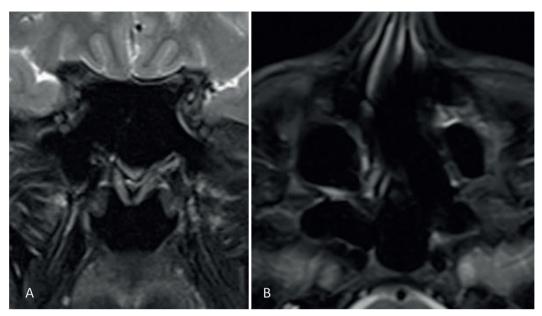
Resonancia magnética corte coronal (A) y corte axial (B) No se observa recurrencia del papiloma invertido en el seno esfenoidal.
